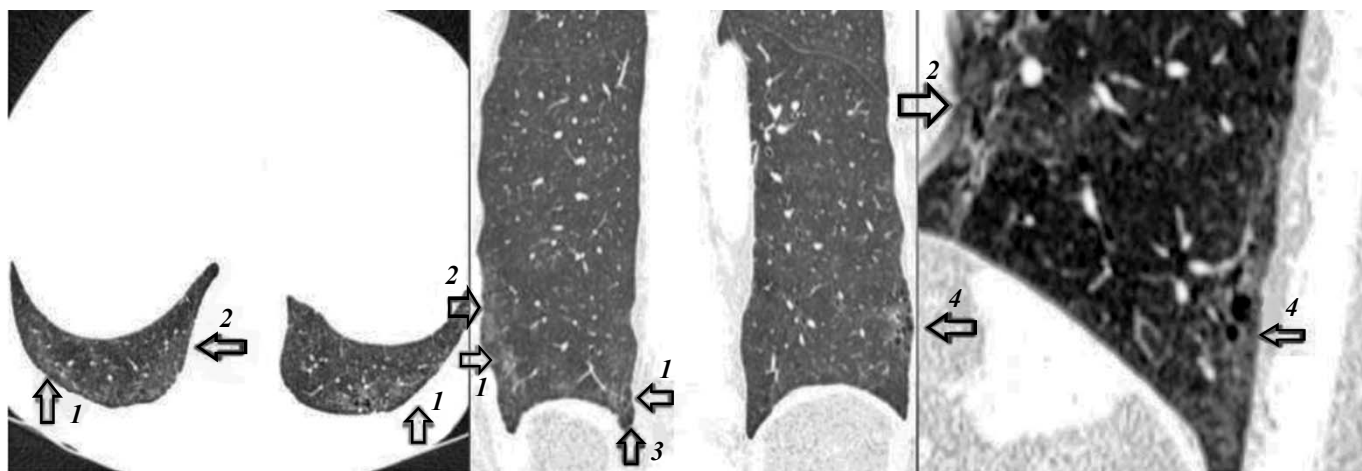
КТ-картина от 16.12.2019: 1 — увеличение площади и интенсивности ретикулярных изменений в базальных субплевральных отделах за счет утолщения междолькового интерстиция; 2 — увеличение площади уплотнения по типу «матового стекла»; 3 — тракционные бронхоэктазы, бронхиолоэктазы в базальных субплевральных отделах — без динамики; 4 — фиброзные изменения по типу «сотового легкого» — без динамики
